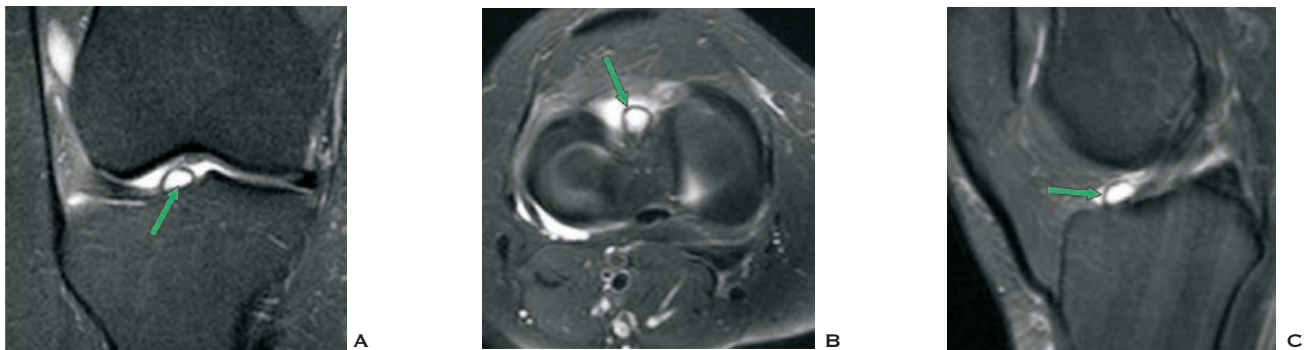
A: RM do joelho no plano coronal. B: RM no plano axial. C: RM no plano sagital evidenciando cisto na raiz anterior do menisco lateral que se caracteriza por imagem com hipersinal em seqüência ponderada em T2 com saturação de gordura (seta verde).
